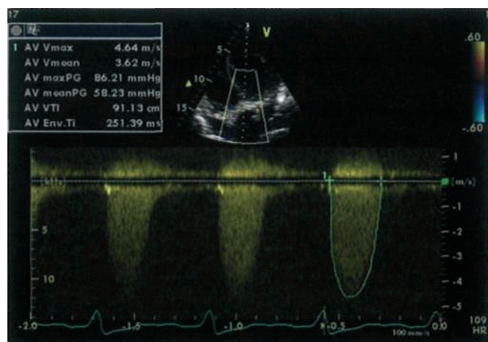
Doppler continuu (CW). Secțiune apicală 5 cavitați. Înregistrarea fluxului transvalvular aortic la un pacient cu stenoză aortică strânsă. Se înregistrează viteze mari, cu posibilitatea calculării gradientilor maxim și mediu folosiți în cuantificarea severității stenozei aortice.
